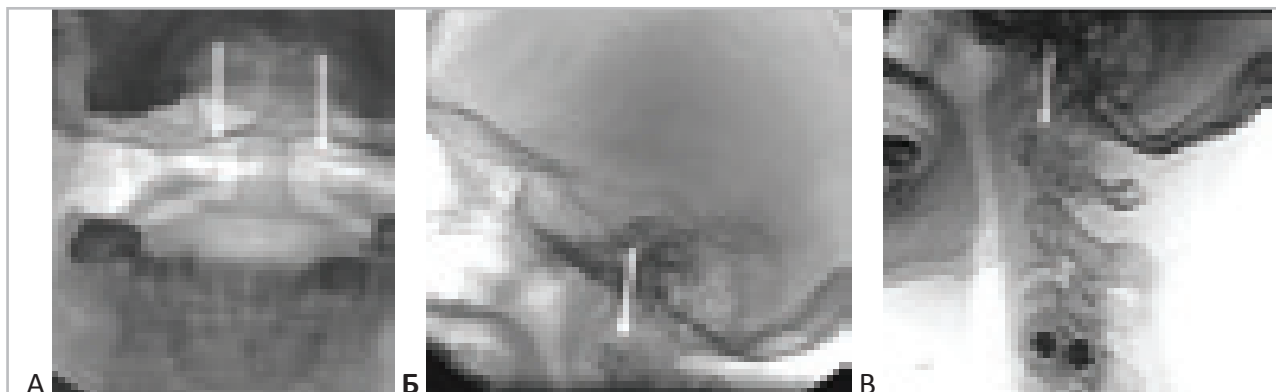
Рентгенограммы больного Г. 38 лет до операции. Хордома ската распространяющаяся на C1-C2 позвонки. Рентгенологические признаки нестабильность краниовертебрального сочленения. “А” – Латеральное смещение боковых масс атланта по отношению к соответствующей суставной фасетке аксиса (стрелки). Атлант смещён вправо. “Б”, “В” - Функциональные рентгенограммы (“Б” - в положении экстензии, “В” – в положении флексии). Выявляется латеральное смещение боковых масс атланта по отношению к соответствующей суставной фасетке аксиса (стрелка). Расширение щели сустава Крювелье (атланта-зубовидный промежуток) обозначен стрелкой.
